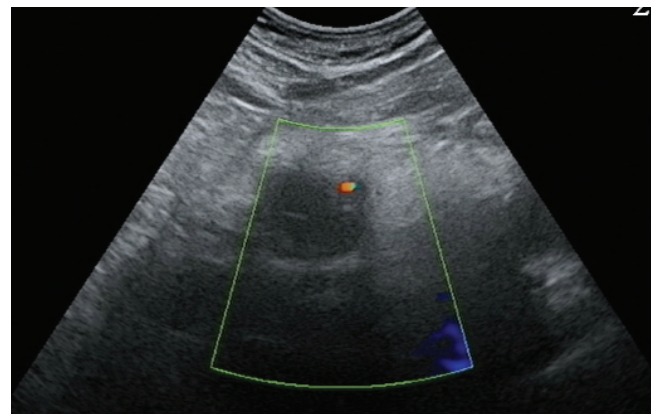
Данные УЗИ. Рак головки поджелудочной железы.
